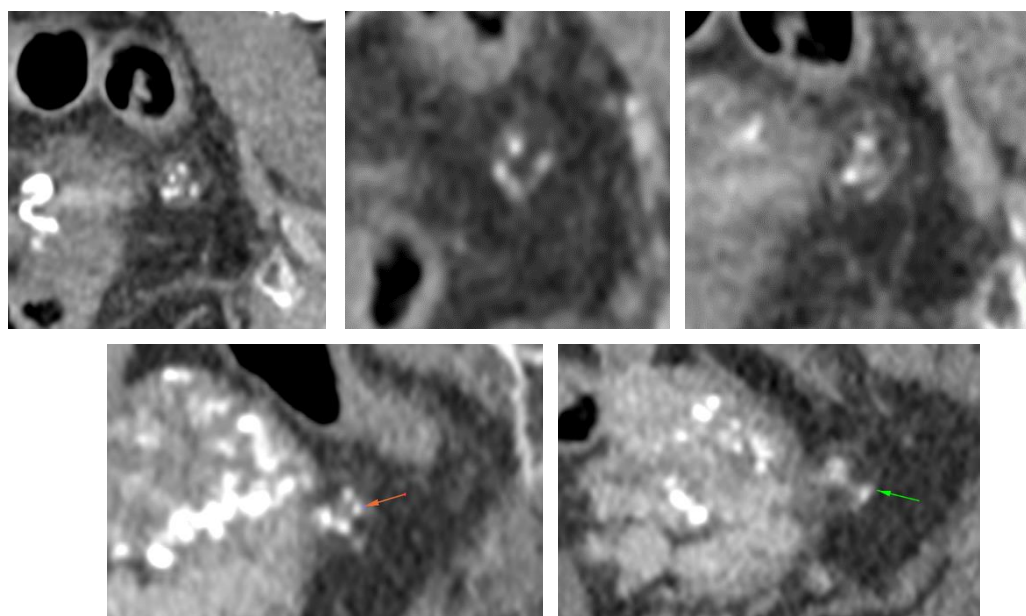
Tomografía simple y contrasta de pelvis, lesión en ovario izquierdo en corte sagital.
